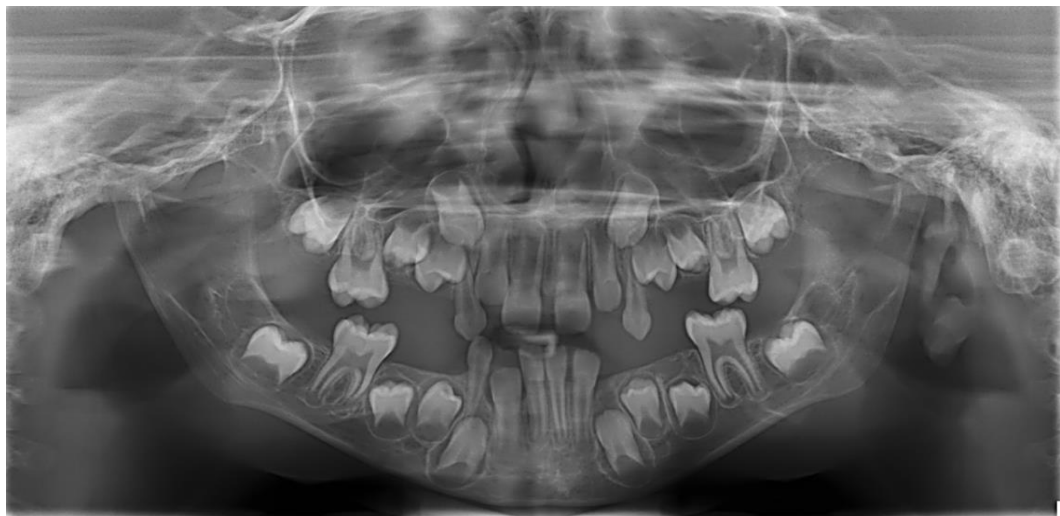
Radiografia panorâmica - Outubro de 2019
